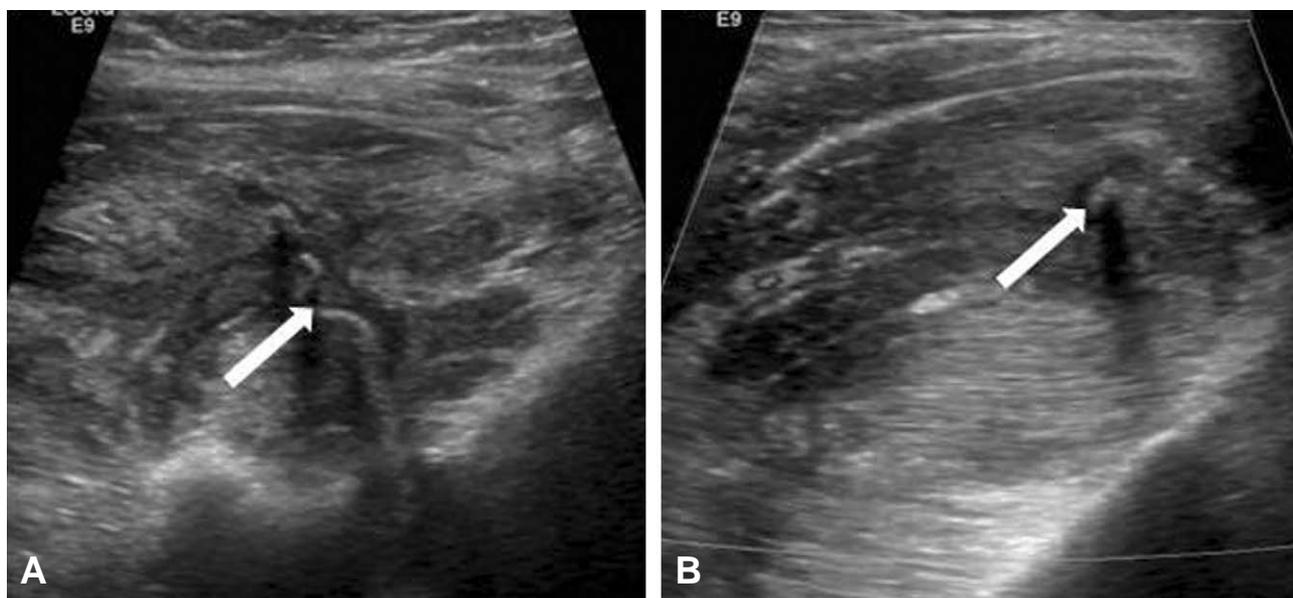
High resolution ultrasonography shows tubular echogenic lesion (arrow) surrounding diffuse low echoic lesion suggesting there are foreign bodies in inguinal area. (A) Longitudinal and (B) Transverse scan
